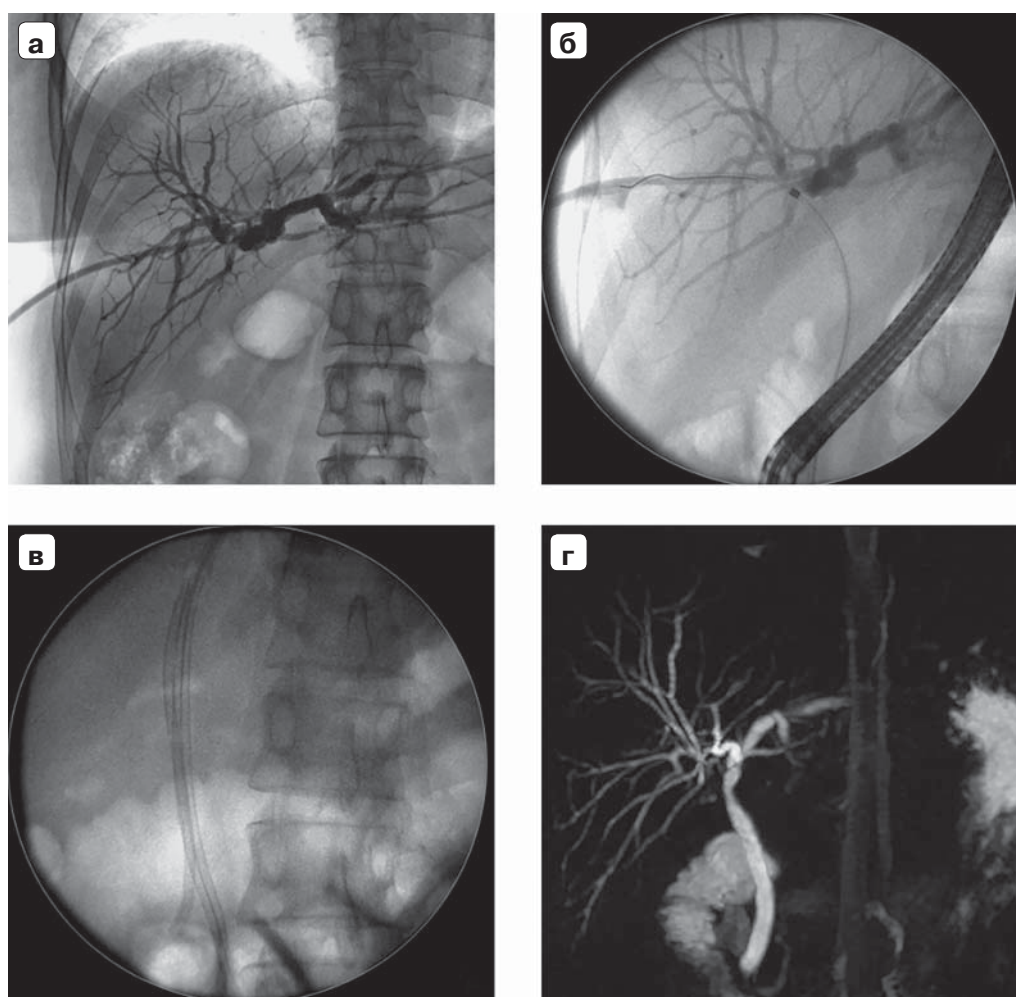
Этапное эндоскопическое лечение при высокой стриктуре общего печеночного протока: а — фистулограмма; полный блок общего печеночного протока ниже конfluence долевых протоков; б — ретроградная холангиограмма, через стриктуру проведена струна, выполнено бужирование протока; в — обзорная рентгенограмма, заключительный 4-й этап эндоскопического лечения, установлено 3 пластиковых стента; г — магнитно-резонансная холангиограмма, просвет протока восстановлен, умеренная деформация в зоне устраненной стриктуры.
